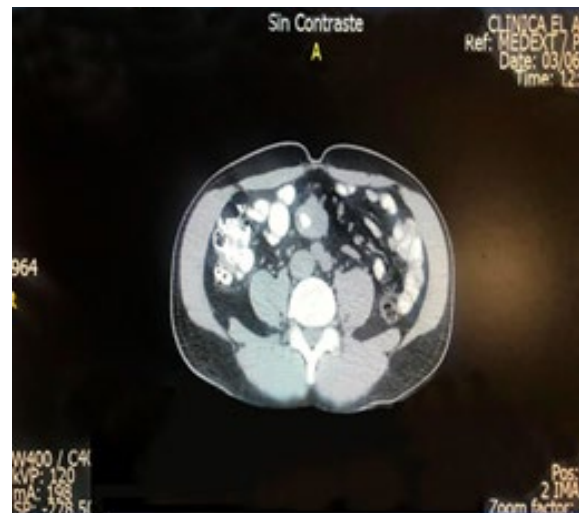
LOE en Mesenterio Sólido / TAC Abdominal
